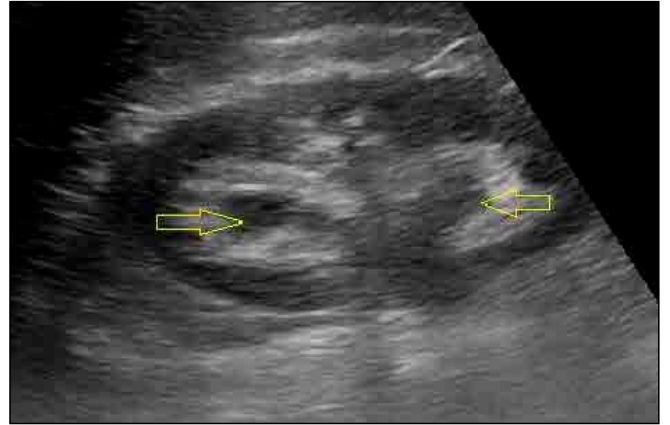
Renal ultrasound shows left hydronephrosis.
